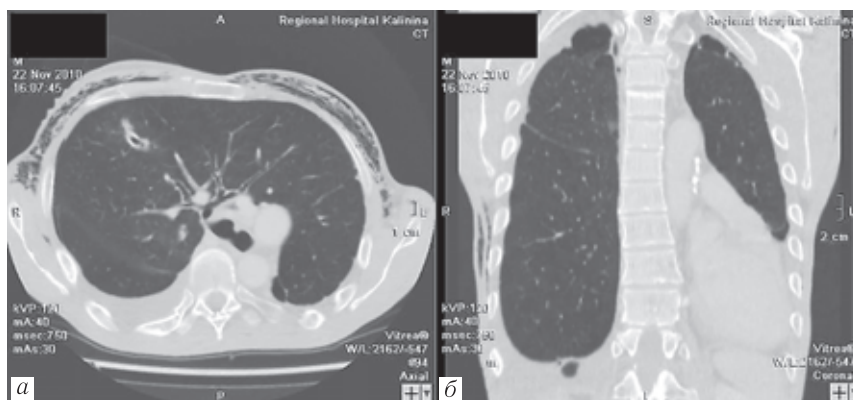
Компьютерная томография легких: *a* — аксиальный срез; *b* — фронтальный срез
